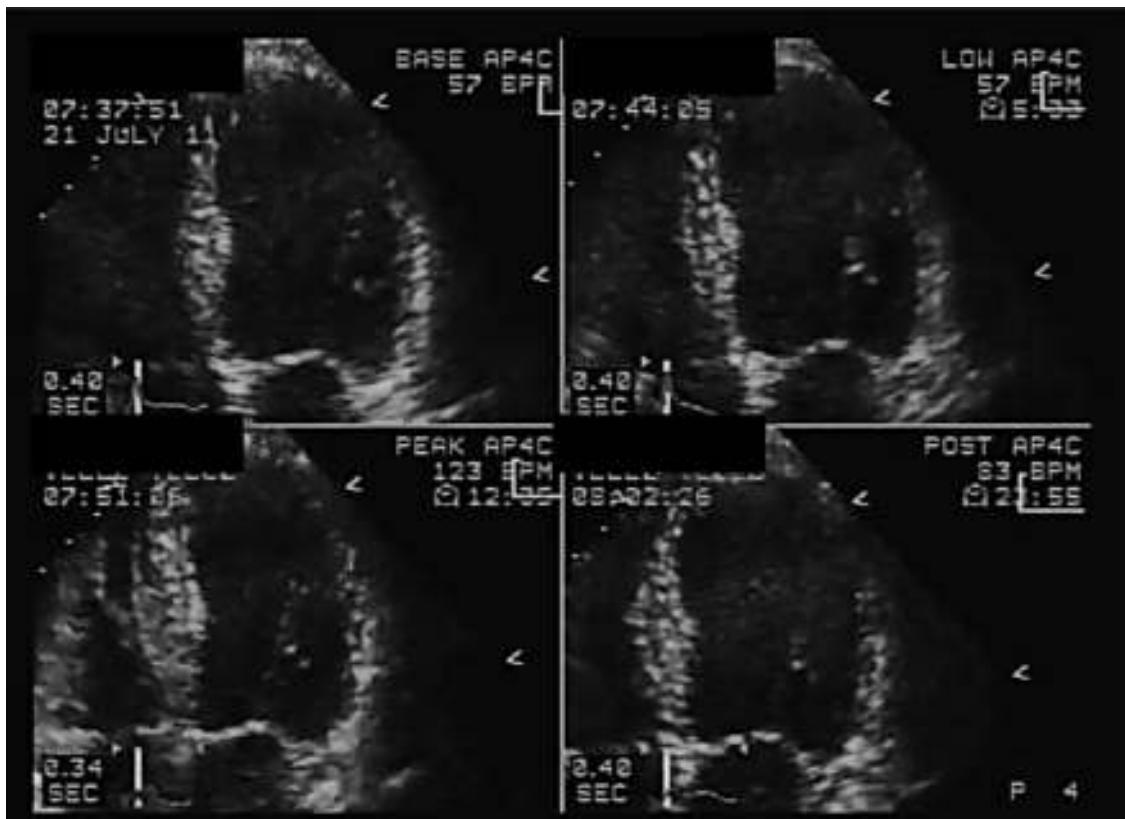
Apical cuatro cámaras, fin de sístole durante ecocardiografía de estrés con dobutamina basal, dosis bajas, dosis pico y recuperación.
